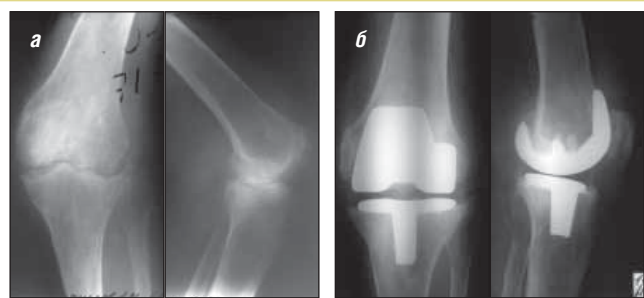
То же наблюдение: рентгенограммы до операции; а – диагноз: вторичный левосторонний гонартроз IV стадии; б – после операции
